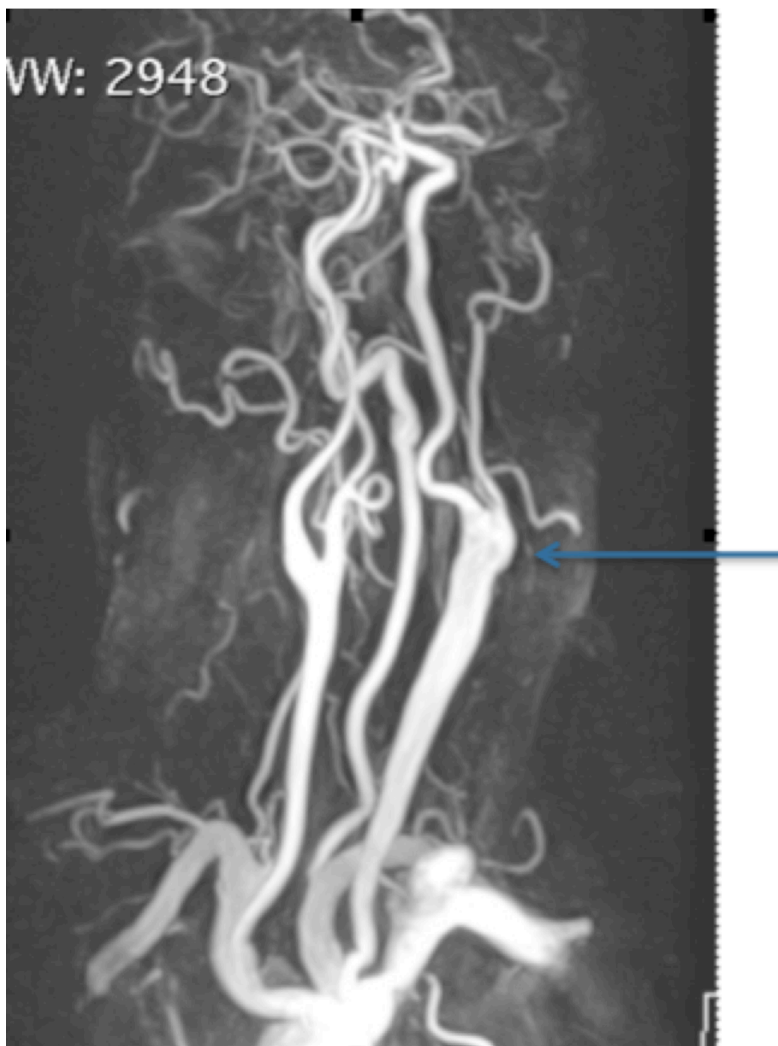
Präoperative MRT Angiographie mit Aneurysma der Carotisgabel
